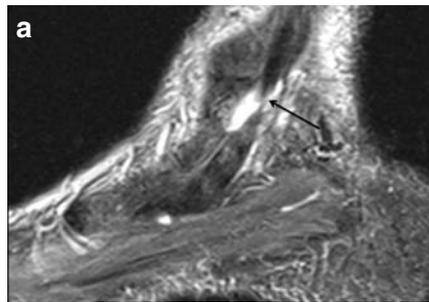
Ruptur der Tibialis posterioris Sehne (Pfeil) auf der sagittalen T1-gewichteten Sequenz (a) sowie verdickter Sehnenanteil im Insertionsbereich (b) auf der axialen T2-gewichteten Sequenz. Das Panoramabild in der Sonographie (c) zeigt die Sehne in ihrem langstreckigen Verlauf mit der Sehnenruptur (gestrichelter Pfeil).
